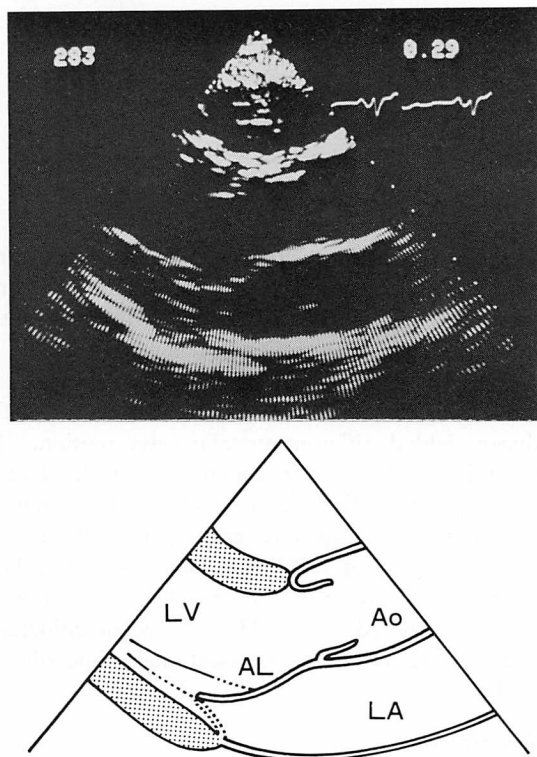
Long axis cross-sectional echocardiogram of a normal mitral valve in the closed position.
